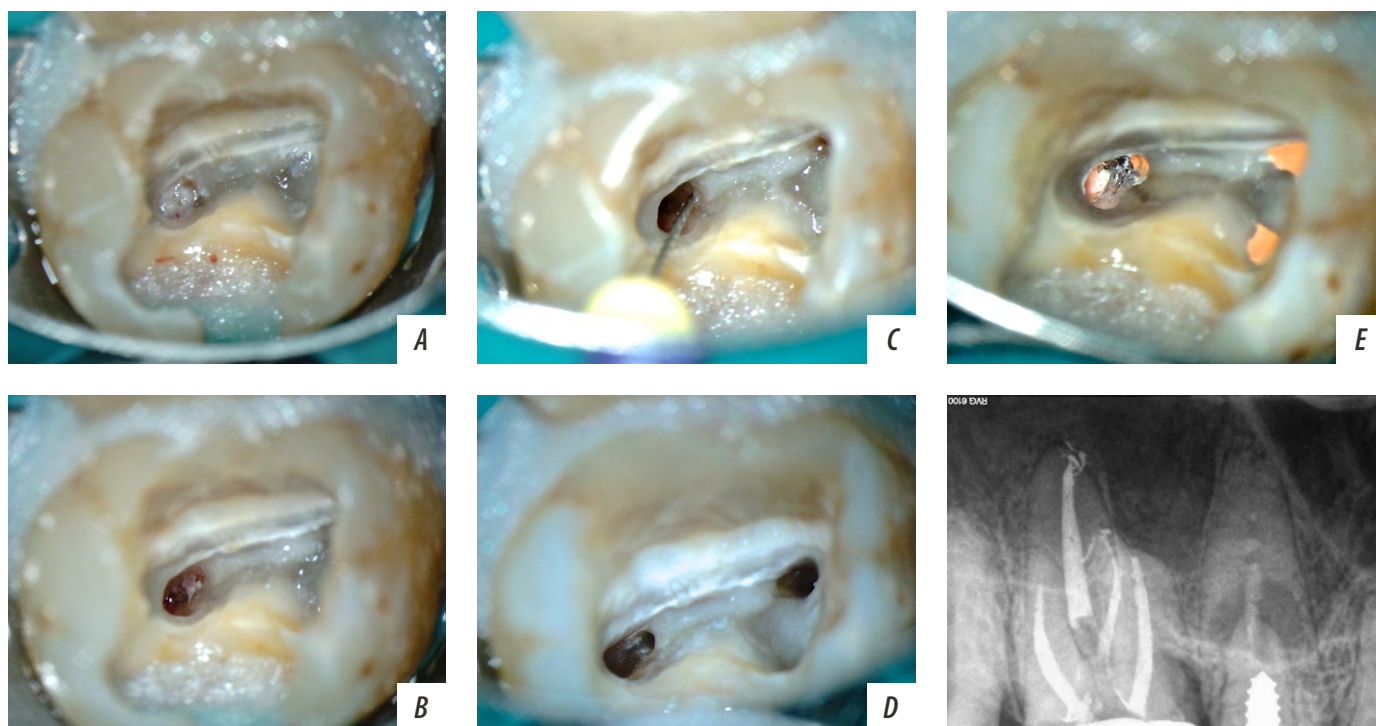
Вариант локализации устья второго мезиально-щечного канала в устье нёбного канала зуба 1.7: А — устья корневых каналов до инструментальной обработки; В — устье нёбного канала зафиксировано в участке пульпы; С — навигация второго мезиально-щечного канала с использованием ручного файла; D, E — устья корневых каналов после инструментальной обработки; F — рентгенографический прицельный снимок устьев корневых каналов после obturation
